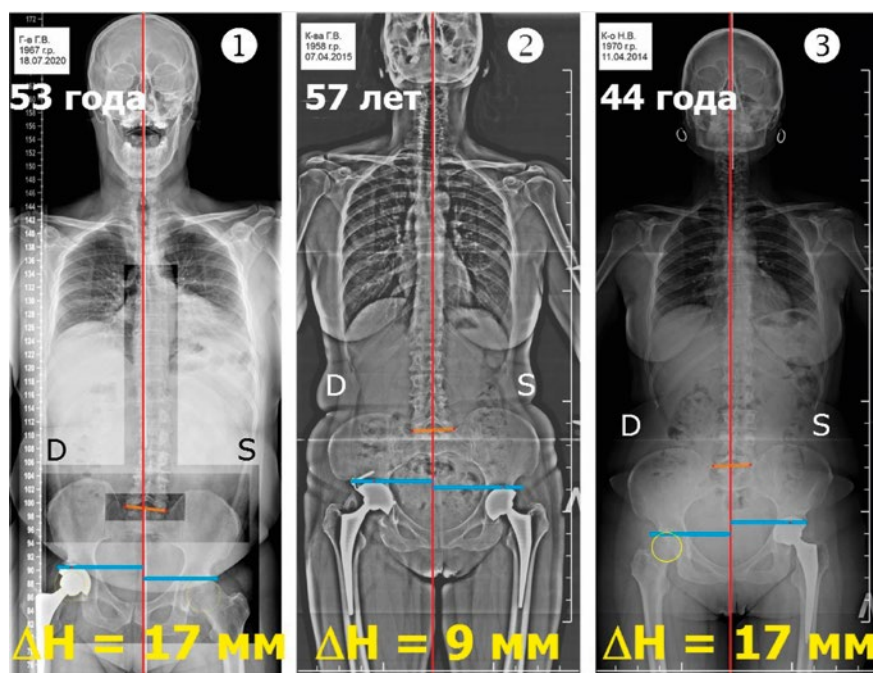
Примеры постральных рентгенограмм трех пациентов с аРДН после эндопротезирования. Примечание: ΔH – анатомическая разница в длине ног. Пациент № 1 – сильная боль в интактном тазобедренном суставе; № 2 – боль в пояснице; № 3 – трохантерит левого полу таза
